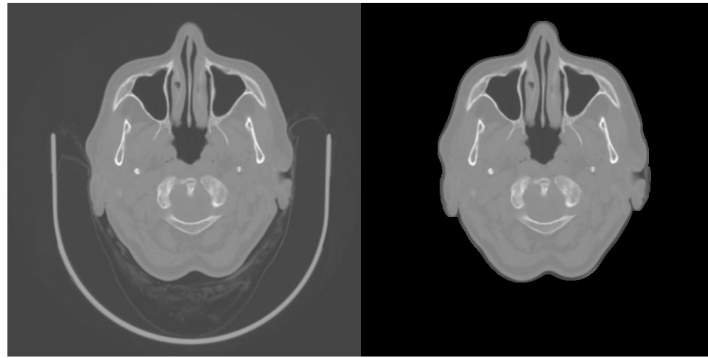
Differenza immagine CT con e senza lettino
